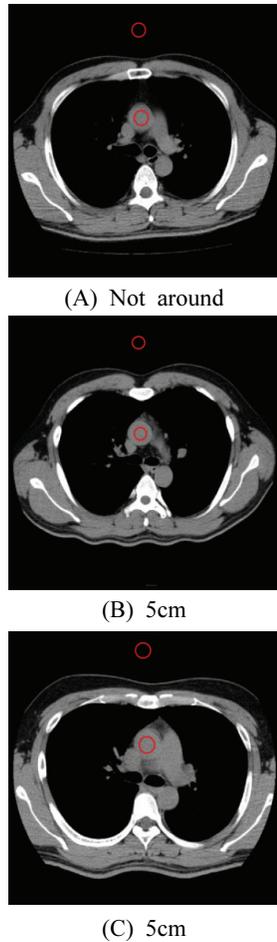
Setting ROI in CT images for SNR and CNR measurements.
